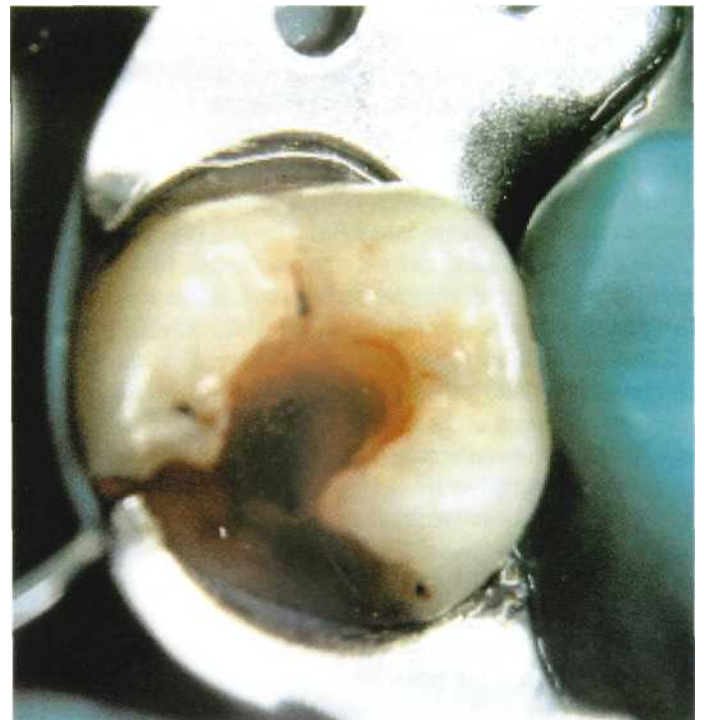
Apertura cameral en un molar que ha originado una infección periapical aguda.
